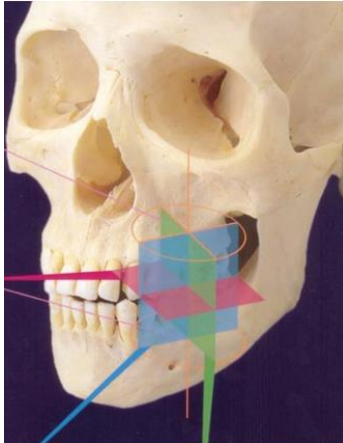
Cone Beam y sus diferentes cortes: axial, sagital y coronal
